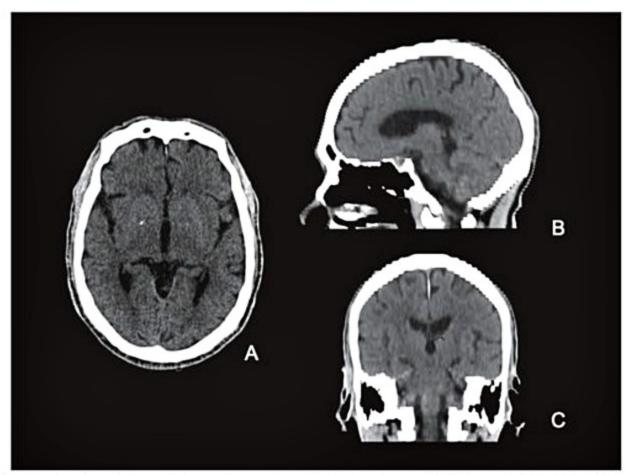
Imagens dos planos de tomografia computadorizada com janela de partes moles. (A) Plano axial, (B) sagital e (C) coronal.
